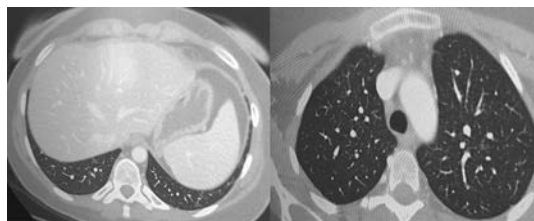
TC Torace a 6 mesi dall'inizio della terapia con Sirolimus.
